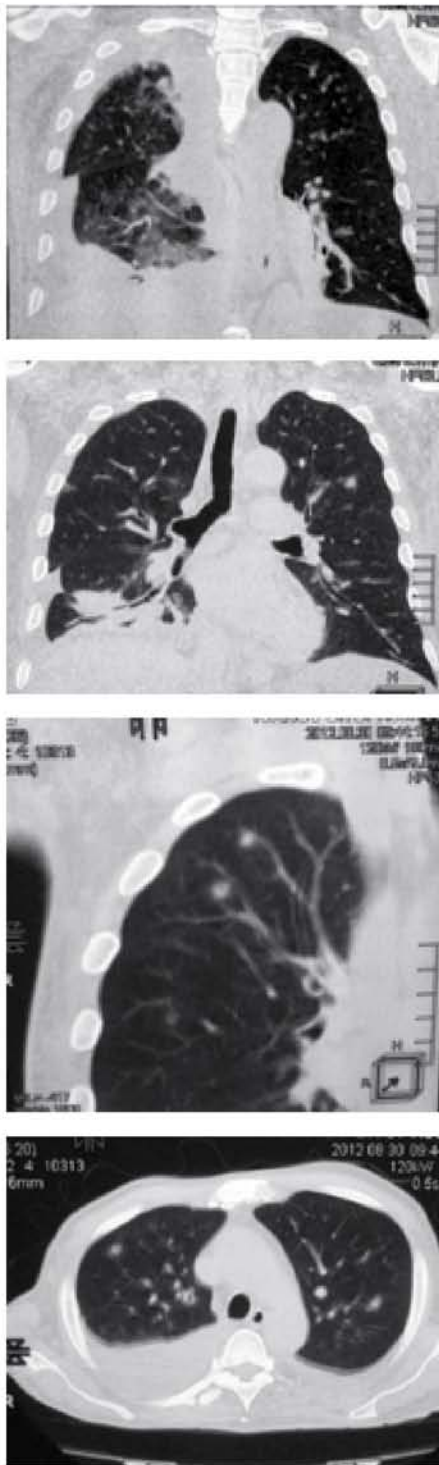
КТ органов грудной клетки от 30.08.2012
